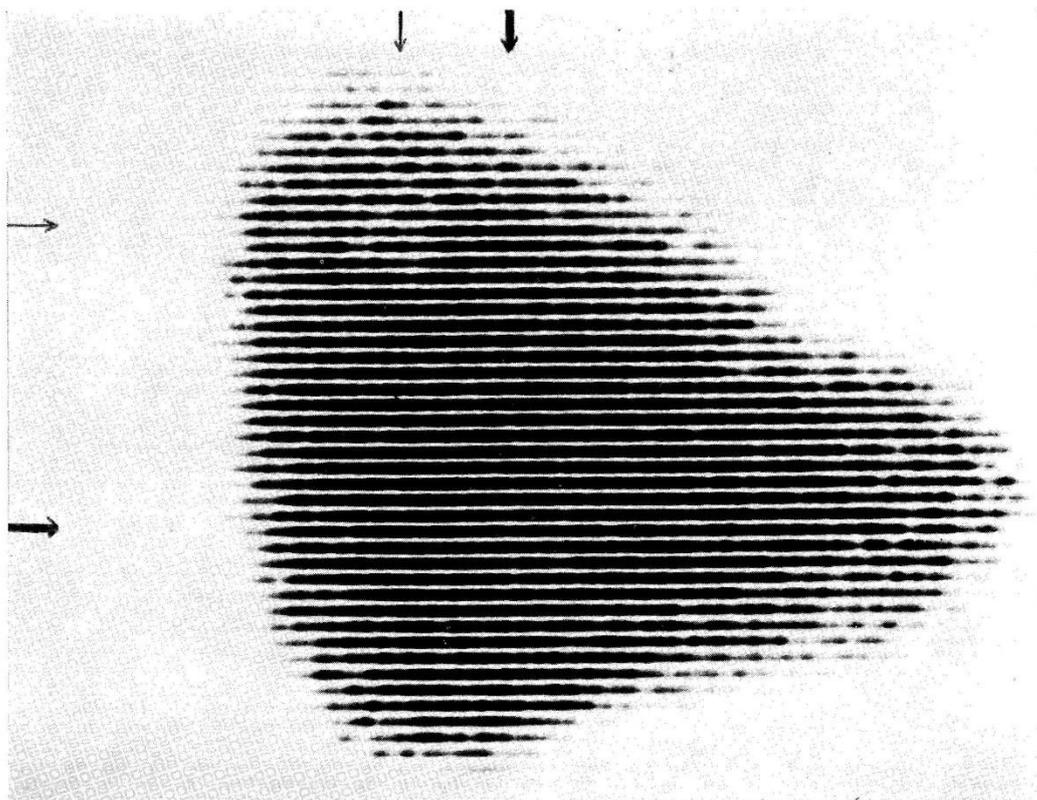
Document sur film radiographique du fantôme de foie. Les deux rondelles de plomb sont situés à l'intersection des flèches.
